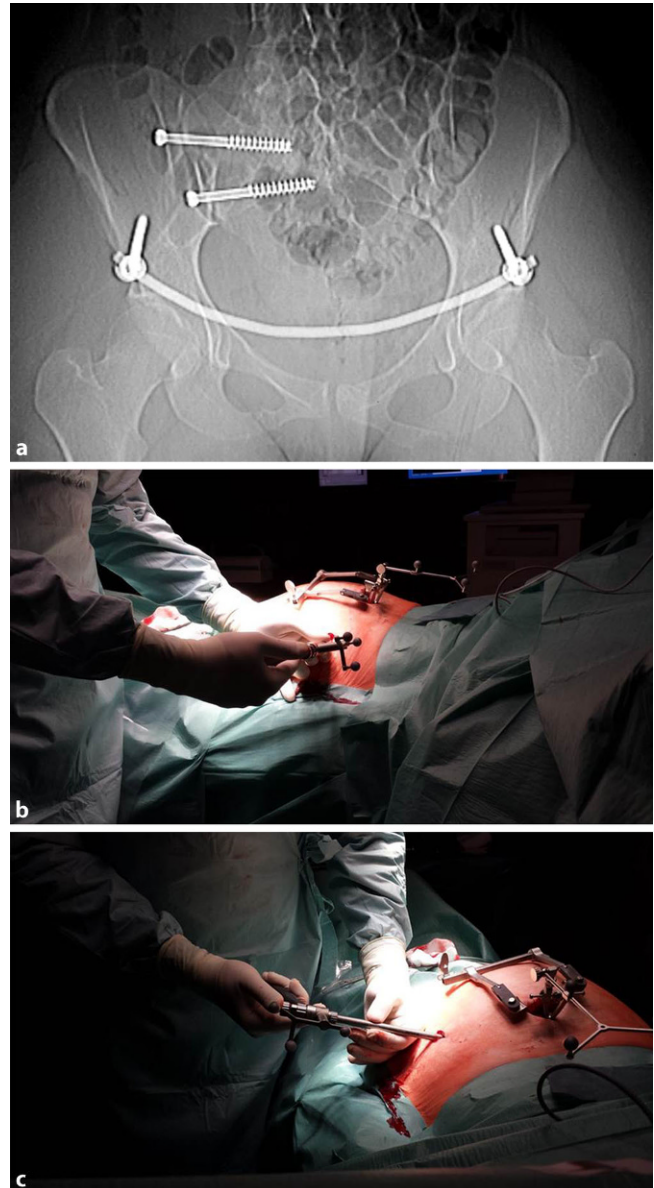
▲ Dislozierte unilaterale Fraktur des vorderen und hinteren Beckenrings Typ FFP („fragility fractures of the pelvis“) Ilc. a Hier wurde bei nicht möglicher schmerzarter Mobilisation nach 5 Tagen eine minimal-invasive perkutane iliosakrale Schraubenosteosynthese (SI-Schraube) durchgeführt mit zusätzlich einer Stabilisierung des vorderen Beckenrings über einen minimal-invasiven subkutanen Fixateur interne. b, c Die dorsale Versorgung erfolgte über eine navigierte Bohrhülse mit einer Referenzierung über LWK (Lendenwirbelkörper) 5 und CT(Computertomographie)-Fluoro-Matching
